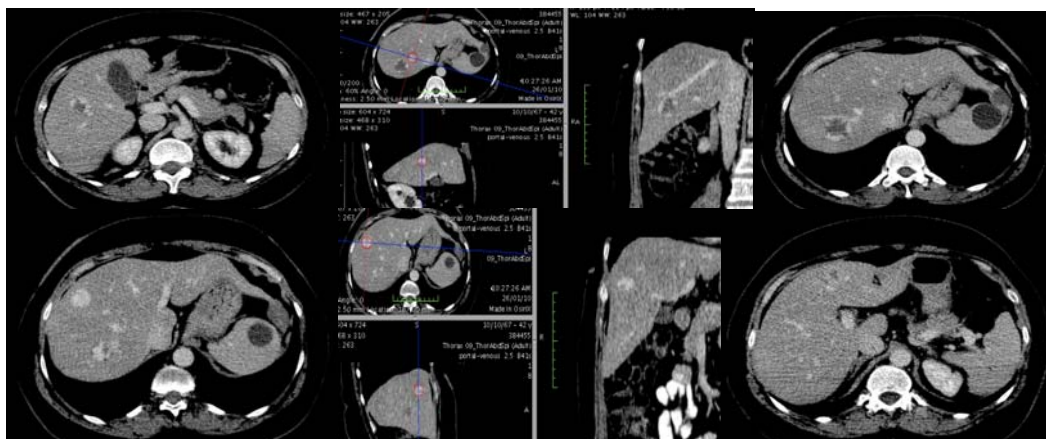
Examenul CT abdomen nativ si postcontrast la o pacientă în vârstă de 42 de ani a pus în evidență prezența unui chist splenic și la nivelul ficatului 6 leziuni hipodense cu priză de contrast periferică în faza arterială și umplere aproape în totalitate cu omogenizarea acestora în fază tardivă localizate în ambii lobi cu dimensiuni între 1,6 și 3,6cm, leziuni sugestive pentru hemangioame hepatice.
